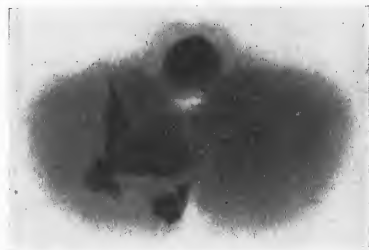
Ostéomes méningés. Radiographie verticale du cervelet et du tronc cérébral.
